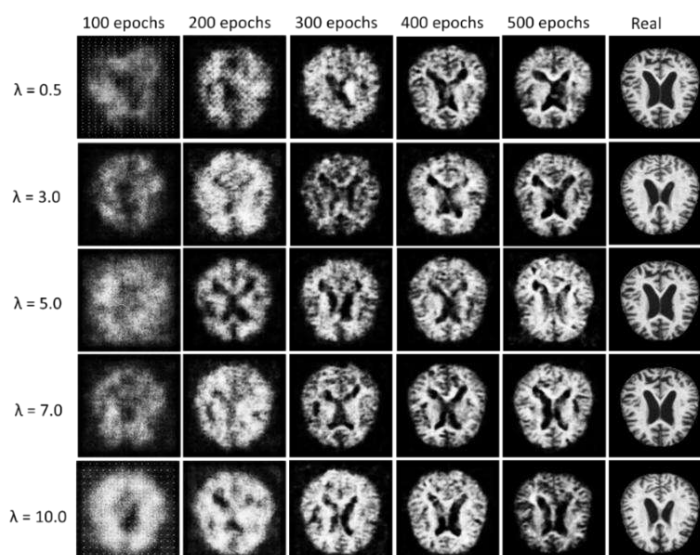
Примеры сгенерированных изображений класса Moderate Demented на датасете Alzheimer MRI для различных значений λ и эпох обучения
